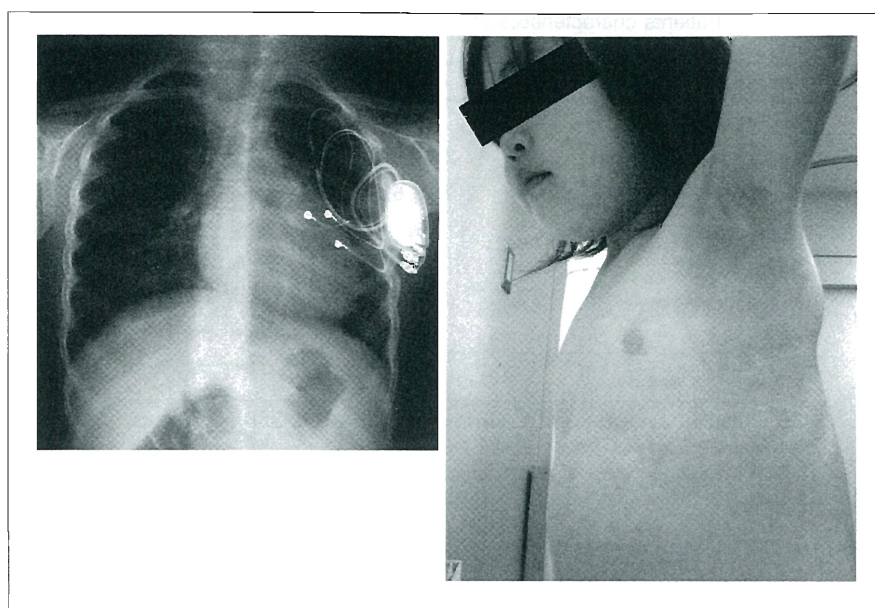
Chest X-ray and a picture of an axillary region of 4-year-old girl who underwent an axillary approach pacemaker implantation at 8 months old.
